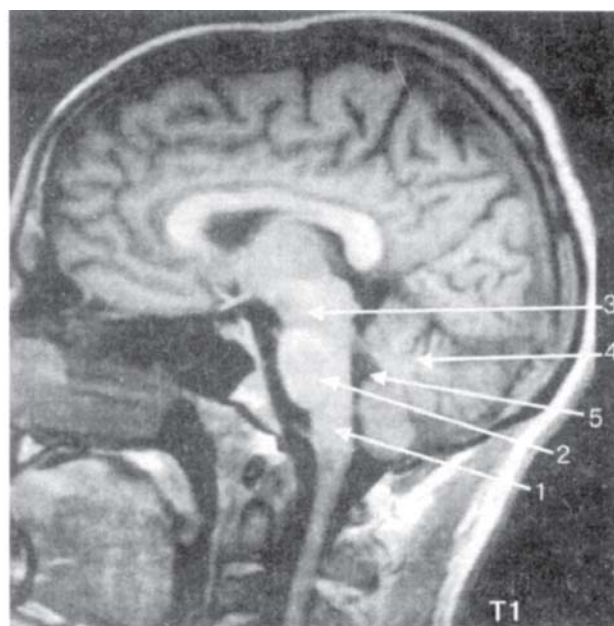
T1-взвешенные томограммы головного мозга в норме в сагиттальной плоскости:
